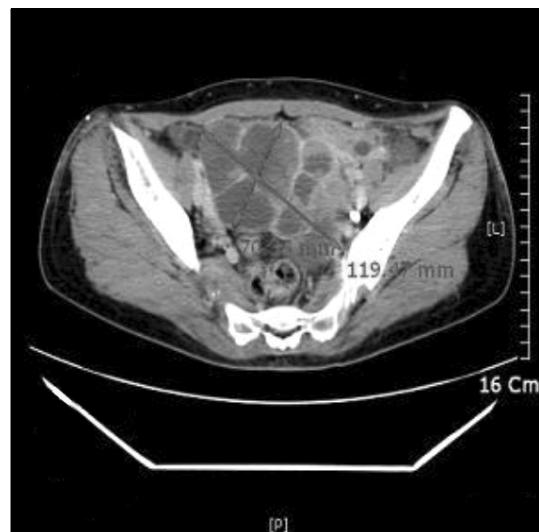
CT scan of pelvis showing 12×7 cm sized large enhancing cystic mass on left ovary.
